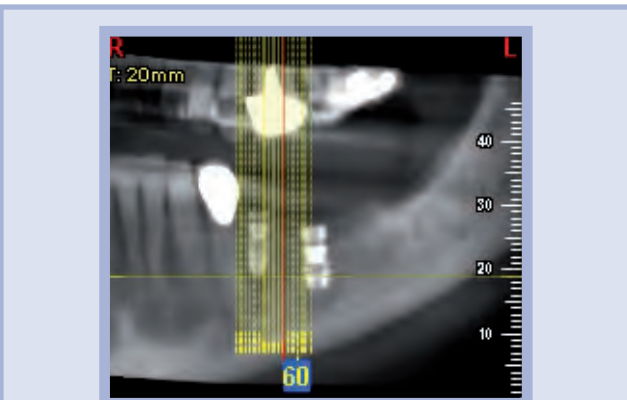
Verifica radiografica 3D subito dopo l'inserimento degli impianti
